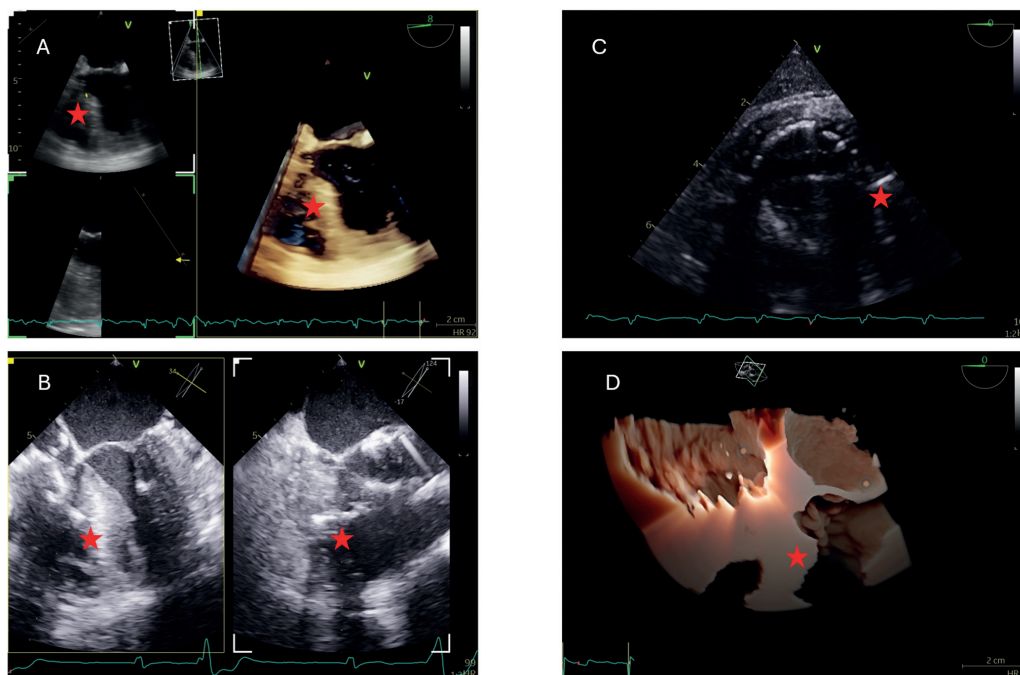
Diferentes formas de analisar o ancoramento septal. (A) Imagem de ecocardiografia transesofágica tridimensional em tempo real, esôfago médio de 4 câmaras, mostrando o ancoramento septal (estrela vermelha). (B) Visão multi-D ou X-plane de 4 câmaras do esôfago médio. Esquerda: a âncora se alinha paralelamente e se apega ao septo (estrela vermelha). Direita: a âncora se agarra ao septo (estrela vermelha). (C) Vista do eixo curto do ventrículo direito pela janela transgástrica mostrando o ancoramento septal (estrela vermelha). (D) Imagem de ecocardiografia transesofágica tridimensional em tempo real, esôfago médio de 4 câmaras, mostrando o ancoramento septal (estrela vermelha).
